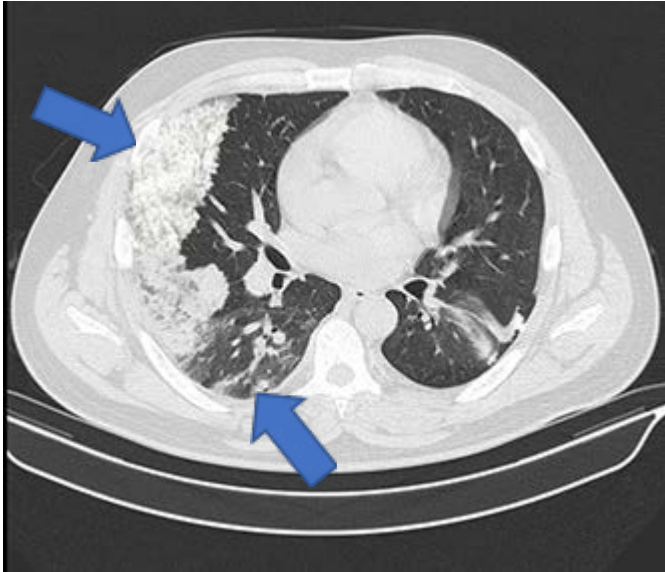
Tomografía de tórax. Opacidad heterogénea con vidrio esmerilado irregular y con atelectasias a nivel de pulmón derecho.
